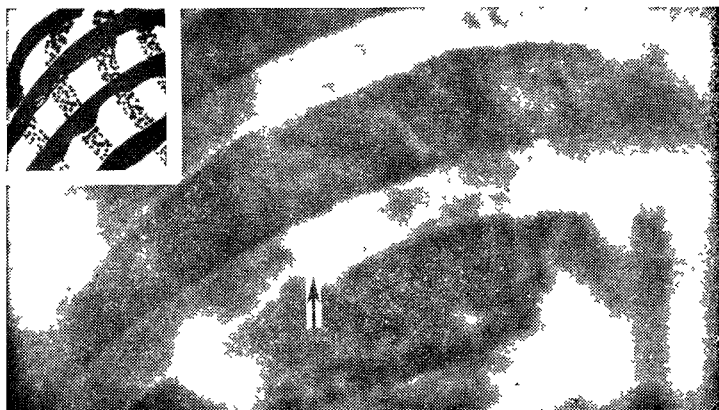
Рентгенограмма ребер у больного с коарктацией аорты. Хорошо видна узурация нижнего края.
